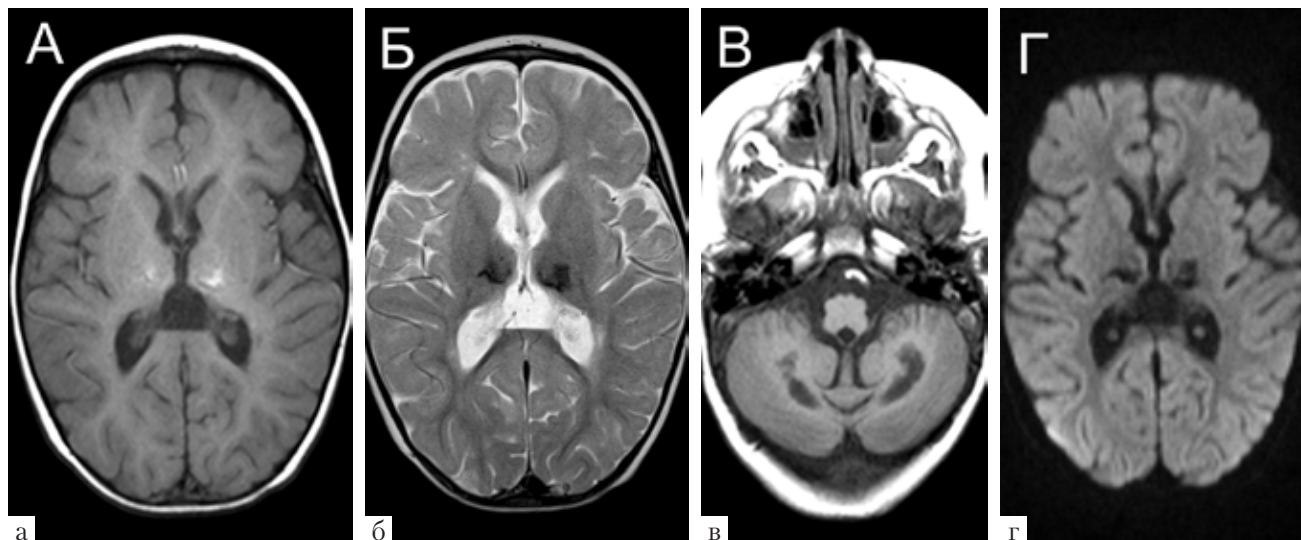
Контрольные МРТ головного мозга ребенка Ш., выполненные через 3 месяца после начала заболевания. В режимах T1-ИП (а) и T2-ИП (б) наблюдается атрофическое уменьшение объема таламусов, в структуре которых видны постгеморрагические отложения продуктов распада гемоглобина. В белом веществе мозжечка сформировались кистозные полости (в). Диффузионно-взвешенные изображения не демонстрируют повышения сигнала (г), что говорит о затухании процесса
